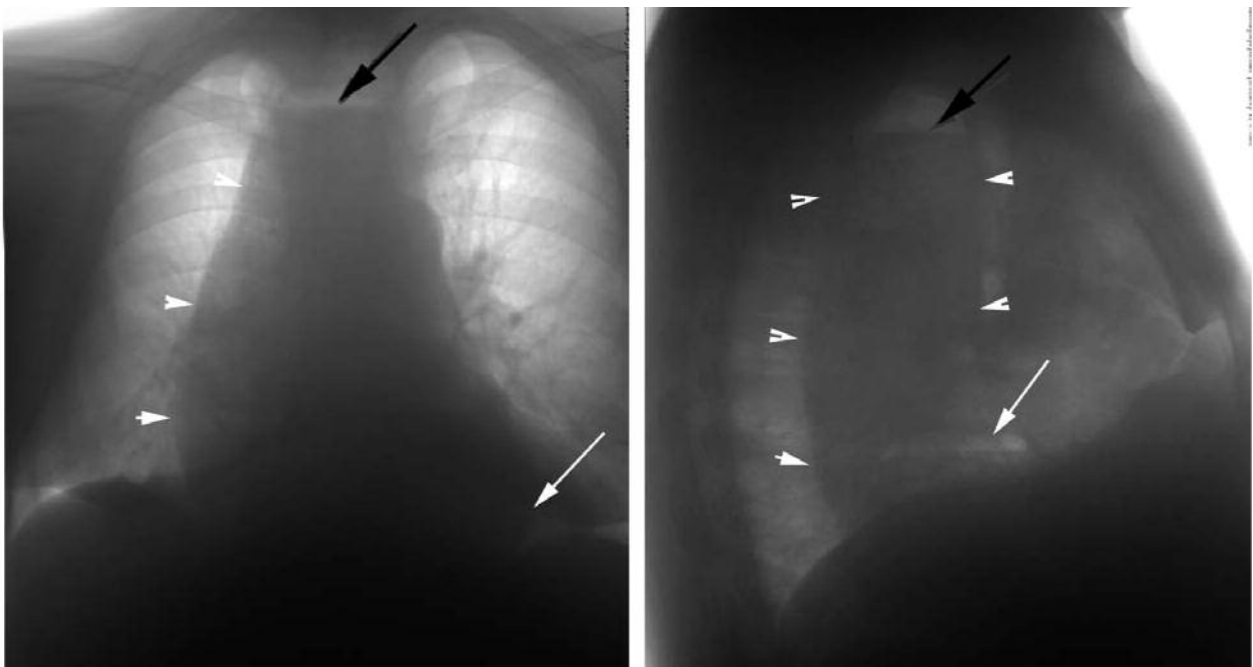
Ахалазія з грижею стравохідного розтвору діафрагми. На рентгенограмах визначається розширений стравохід (головки стрілок) із високо розташованим горизонтальним рівнем рідини (чорна стрілка – ахалазія стравоходу) допереду, і ліворуч від стравоходу над діафрагмою візуалізується неоднорідний утвір із газом над горизонтальним рівнем рідини (біла стрілка – грижа зі зміщенням шлунка)
